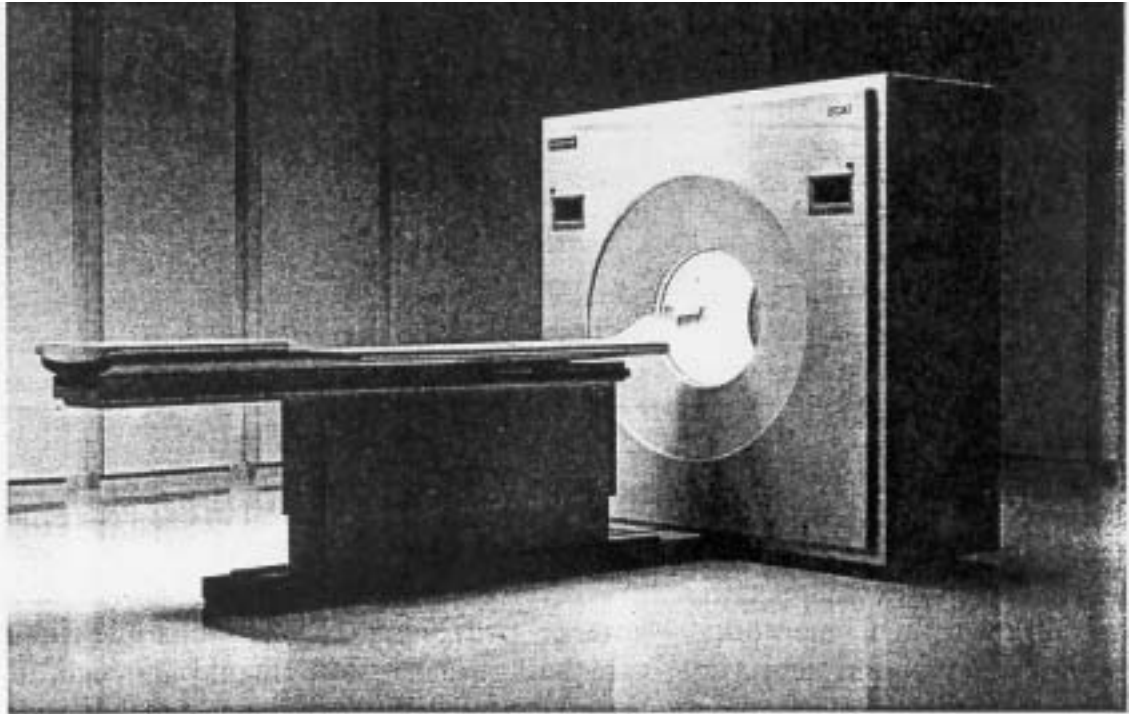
Der ECAT EXACT - PET - Scanner.
